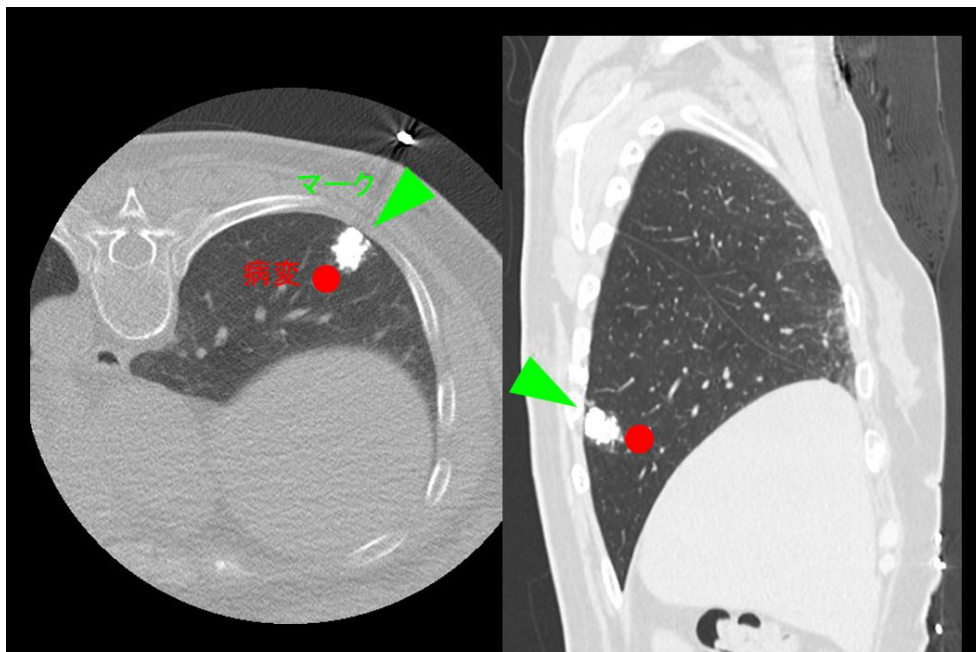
健診で見つかる小型病変はもっとも多いご相談のひとつ。肺の表面はツルツルで、なにもせずに病変がどこにあるかを定めることは難しく、肺のマーキング技術が必要となる。マーキング技術がないと、小型の病変を切除するために、無駄に大きく肺を切除してしまったり、切除し損ねたりする恐れがあり、小型病変の切除では安全で明瞭な病変位置のマーキング技術が必須である。当科では蛍光色素によるCTガイド肺マーキング法（ICGオーバーレイ法）を考案し多く実施している（図左上・下）。マーキングと肺血管気管支構造（図上）を組み合わせることで、正確な肺部分切除・肺区域切除を行うことができる。
